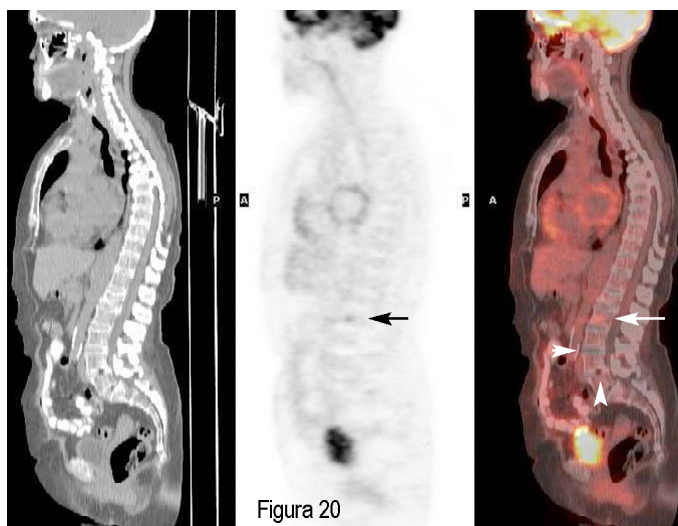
Paciente con LHcEN (ID 54) en la estadificación inicial. Imágenes sagitales de TC, PET y PET/TC DA respectivamente en las que se aprecia un foco de captación de ^{18}F FDG en un cuerpo vertebral lumbar en PET (flecha), que se localiza en L2 en TC y PET/TC (flecha). En el resto de las vértebras se observan cambios óseos degenerativos en las imágenes de TC y PET/TC (puntas de flecha), lo que sugirió dicha etiología de la captación, que se confirmó con RM.
